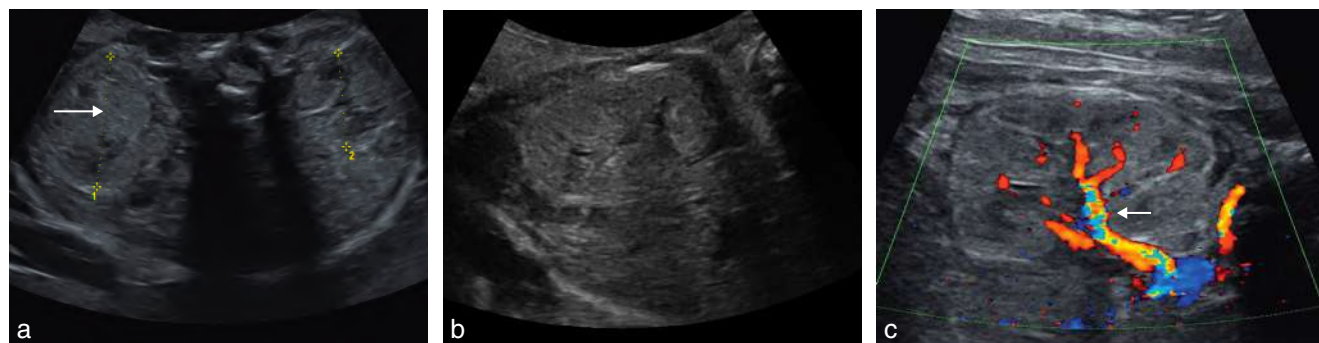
Thrombose de la veine rénale. a. 31 SA. Coupe transversale de l'abdomen au niveau du hile des reins. Le rein droit est plus gros que le gauche avec une zone centrale échogène et homogène (→). b. Coupe longitudinale du rein droit. Le parenchyme rénal est trop brillant sans nette différenciation cortico-médullaire. c. Le Doppler couleur montre l'absence de flux veineux. La vascularisation artérielle est la seule visible (→).
